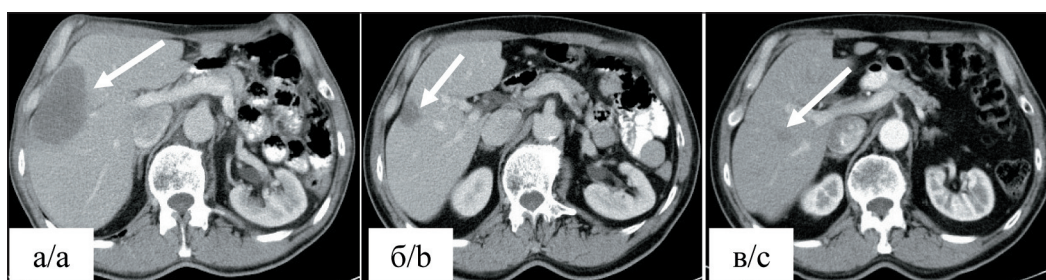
КТ органов грудной клетки и брюшной полости в динамике. Состояние после верхней лобэктомии слева. Метастатическое поражение печени (стрелки). Примечания: а) метастатический очаг в правой доле печени наибольшим диаметром 76 мм до лечения; б) через 7 мес после начала лечения наибольший диаметр метастатического очага в печени 26 мм; в) через 64 мес после начала лечения наибольший диаметр метастатического очага в печени 10 мм; рисунок выполнен авторами
